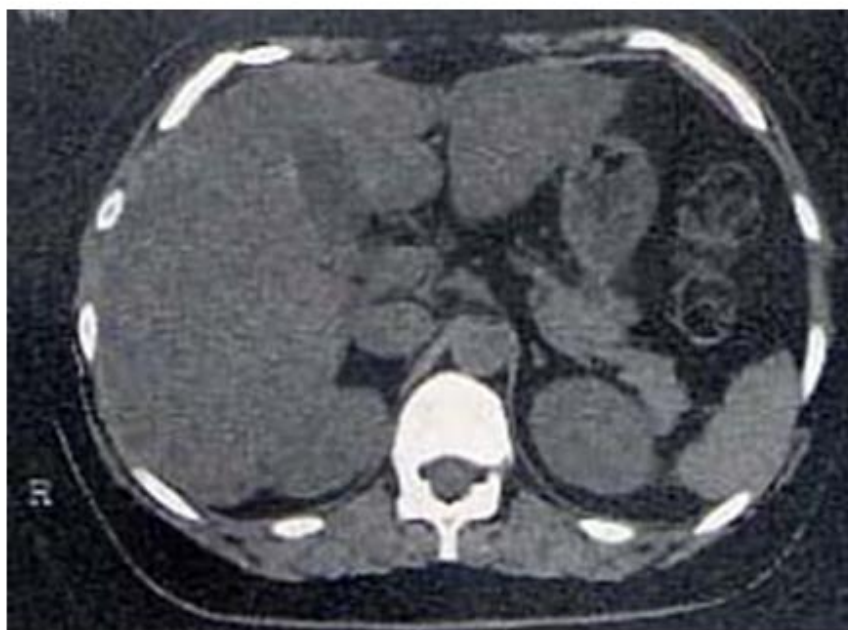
タモキシフェンクエン酸塩による非アルコール性脂肪肝炎(NASH): 腹部CT
